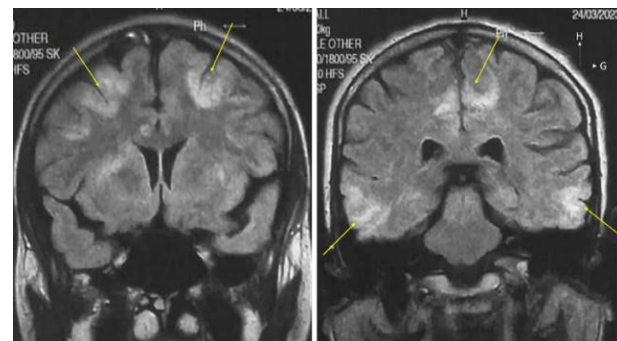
IRM en coupes coronales, séquence pondérée en FLAIR objectivant des plages cortico-sous-corticales bilatérales en hypersignal (flèches).
